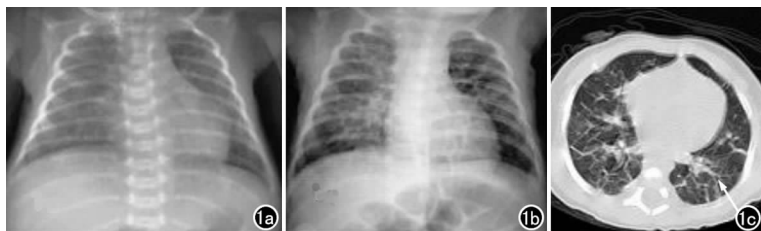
a) 出生后 2 周胸片; b) 出生后 2 个月胸片; c) 胸部 CT 平扫,示肺纹理粗重、紊乱,呈网状,双肺见弥漫条索影(箭)。
